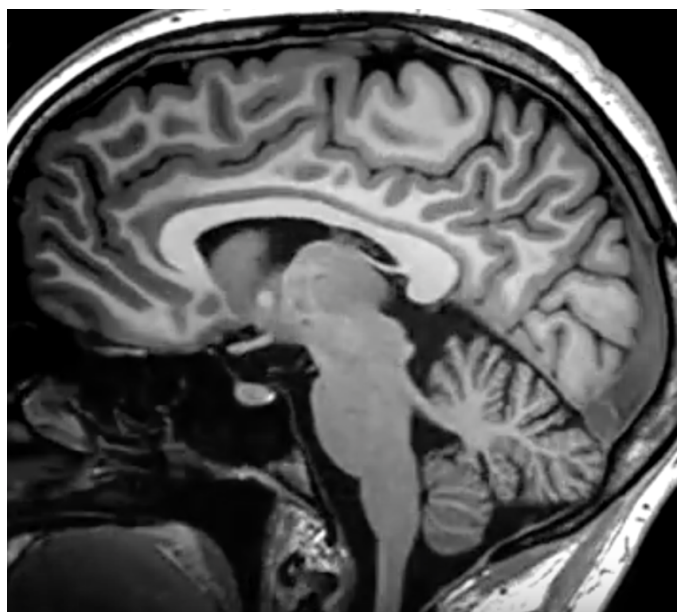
Visión del tronco del encéfalo mediante RMN (18)
